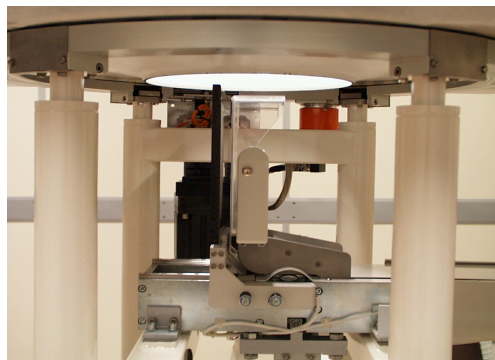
Skeniranje pacijenta kroz sinhrotronski snop tokom mamografske i tomografske pretrage dojke na SYRMEP korisničkom kanalu
